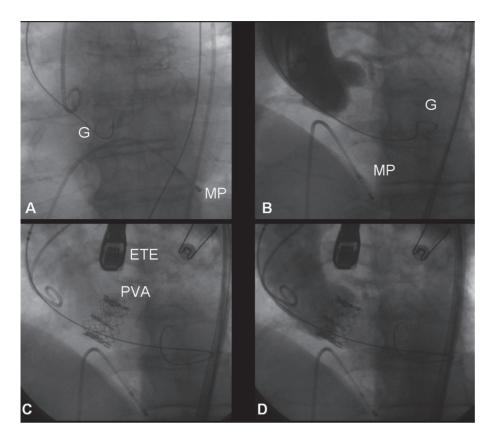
Implante de válvula aórtica Edwards Sapien® 26 mm vía transfemoral, en paciente de 87 años. A: avance de la quía a través de la válvula aórtica severamente calcificada. B: aortografía en provección oblicua anterior izquierda. C: válvula aórtica implantada de forma exitosa. D: aortografía de control postimplante. ETE: sonda ecografía transesofágica; G: quía; MP: cable de marcapasos transitorio; PVA: prótesis válvular aórtica.
